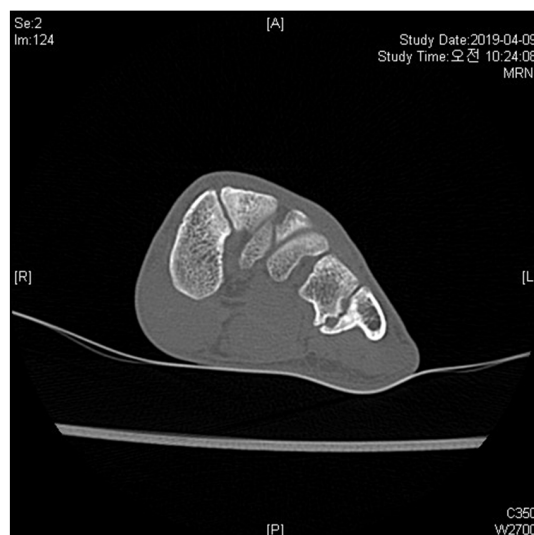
Coronal computed tomography of left foot demonstrating fibrous coalition of the 4th–5th Intermetatarsal.
